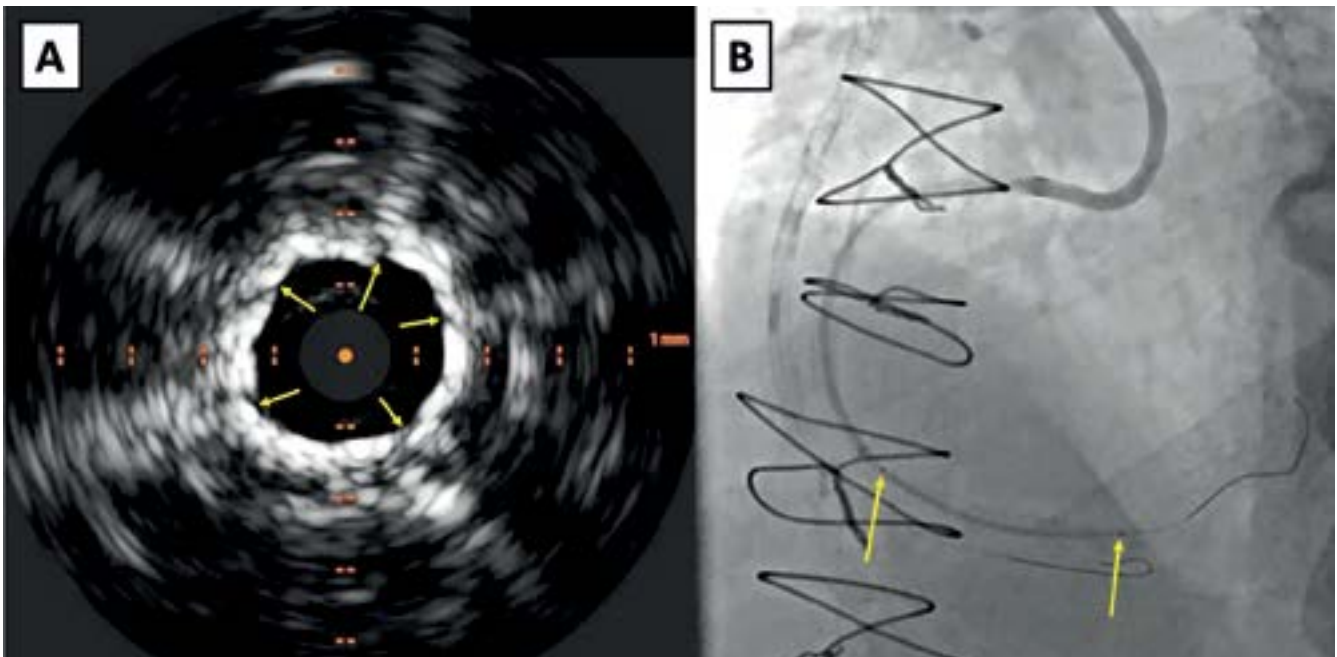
A: Intravascular ultrasound (IVUS), arrows indicating the broken calcium after orbital atherectomy and intravascular lithotripsy. B: Implantation of 3 drug-eluting stents (DES)
